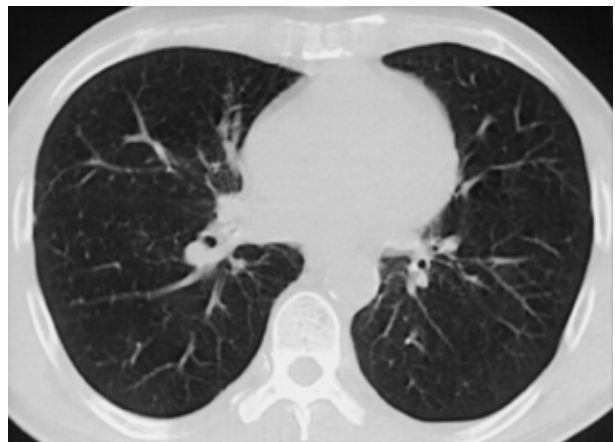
Missed case. Chest CT shows a 15mm mass at same place. This mass was not detected.
